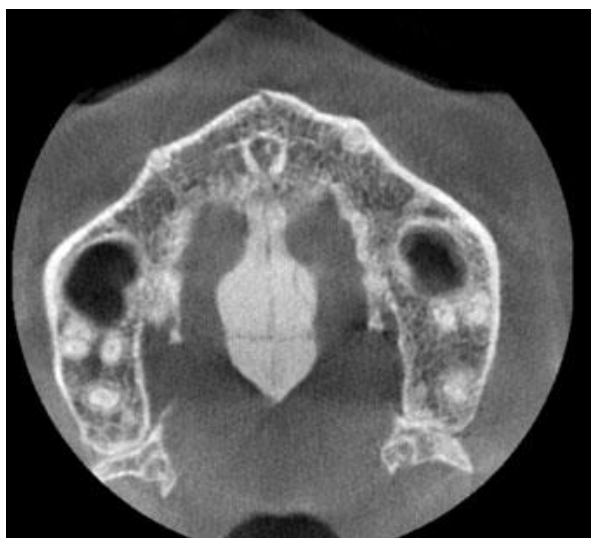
Vista axial de la tomografía computarizada de haz cónico, se observa imagen hiperdensa compatible con *torus* palatino.
